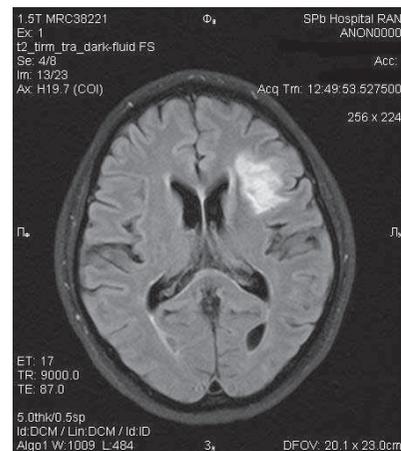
МРТ головного мозга: инфаркт мозга в «стратегической» для развития когнитивных нарушений зоне
